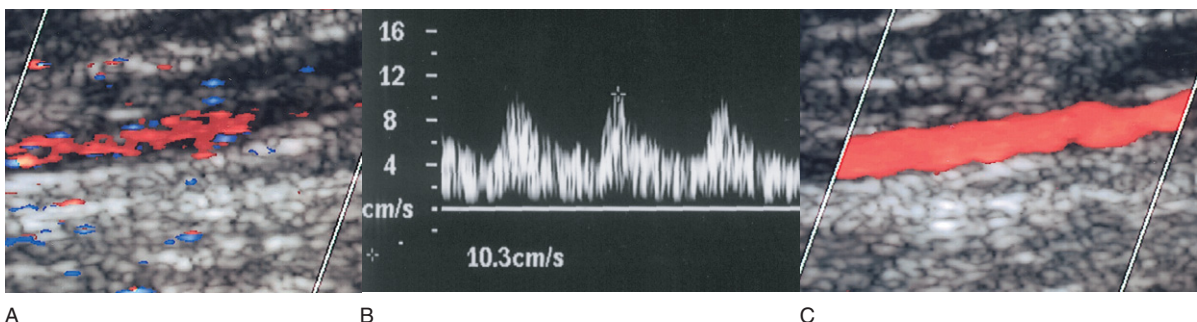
A: In der A. tibialis posterior ist distal eines langen arteriellen Verschlusses eine schlechte Farbfüllung zu beobachten, da die PRF mit 2500 Hz zu hoch eingestellt ist und die Farbeinstellung nicht optimiert wurde. B: Das Dopplerspektrum bestätigt einen langsamen gedämpften Fluss mit einer systolischen Spitzengeschwindigkeit von 10 cm/s. C: Um das Farbdopplerbild zu verbessern, wurde die PRF auf 1000 Hz gesenkt und die Farbpriorität sowie die Farbsensitivität erhöht. Beachten Sie, dass es in Bild C nur einer Farbverstärkung von 79% bedarf, verglichen mit 85% in Bild A.
